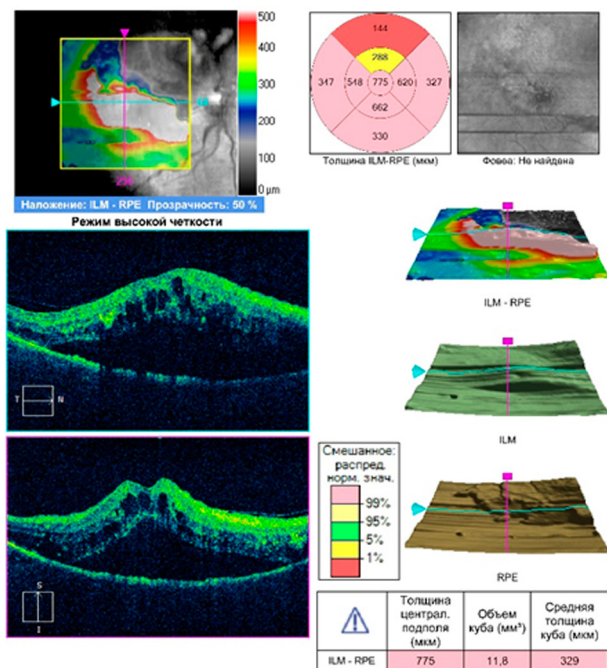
Оптическая когерентная томография макулы правого глаза пациентки Ж. Высокий макулярный отек, высокая и распространенная отслойка нейрорепителлия, кистозные изменения сетчатки
